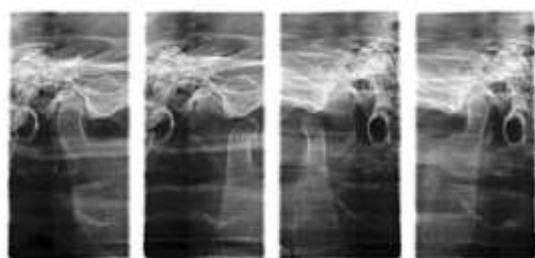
Панорамная томография ВНЧС
